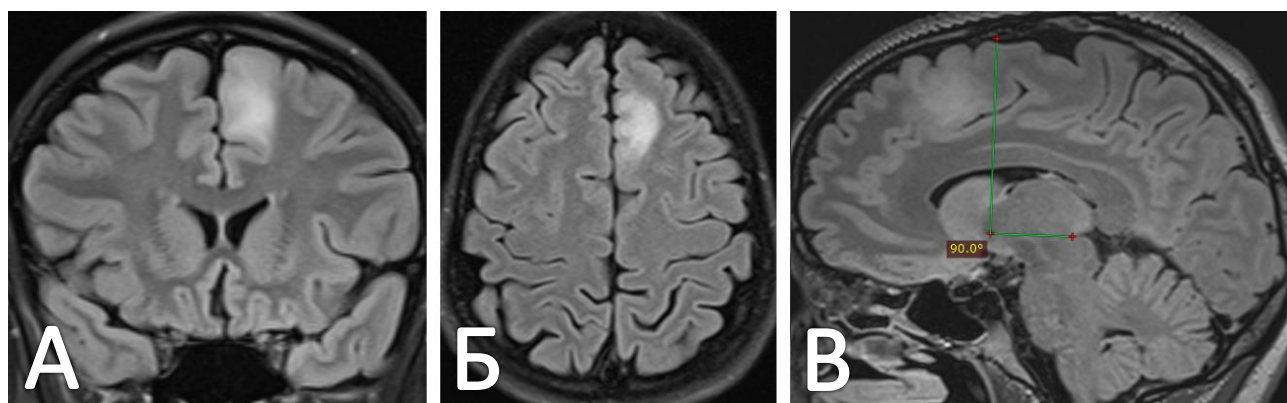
Предоперационная МРТ головного мозга пациентки В. А. Коронарный срез МРТ в последовательности T2-ВИ FLAIR. Б. Аксиальный срез МРТ в последовательности T2-ВИ FLAIR. В. Сагиттальный срез МРТ в последовательности T2-ВИ FLAIR. Зелеными линиями обозначен прямой угол между линией, соединяющей переднюю и заднюю комиссуры, и перпендикулярной ей прямой, являющейся границей между субрегионами ДМО
